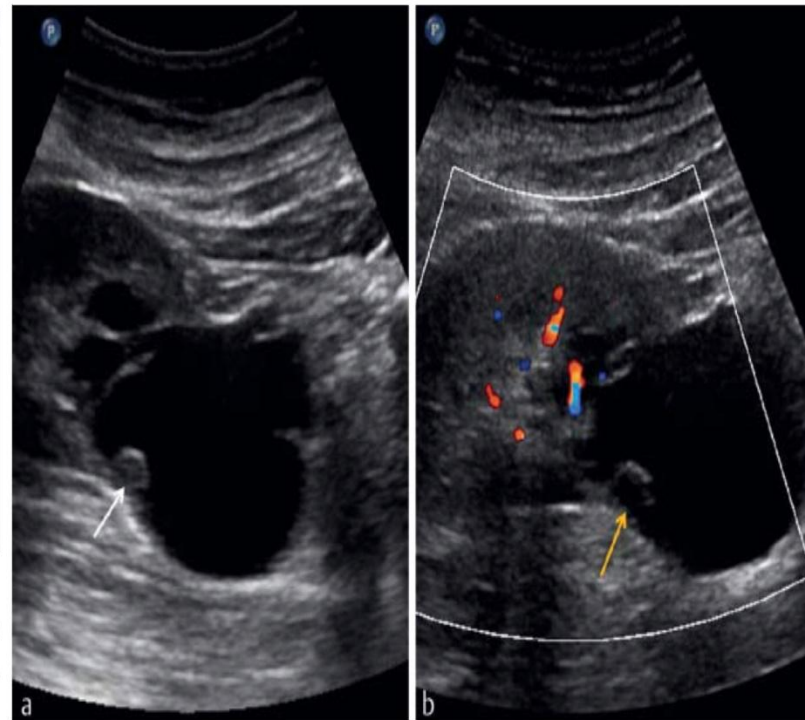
a A renal cyst that shows multiple thickened septa (white arrow). b There is no major vascularization of the septa visible in color Doppler mode (yellow arrow).
